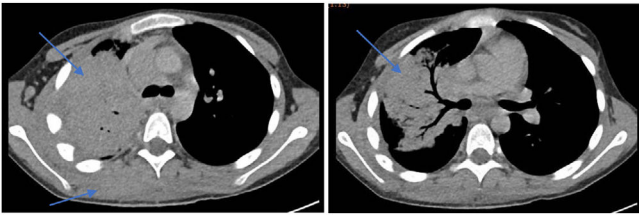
TC torácica. Condensación alveolar pulmonar en segmentos apical y posterior del lóbulo superior derecho, con broncograma central y hepatización periférica. Moderado aumento de tamaño de ganglios en localización paratraqueal derecha, en hilio pulmonar derecho y área subcarinal. Aumento difuso de componente de partes blandas, sin límites precisos, afectando a la pared apical y posterior de hemitórax derecho, interdigitándose a través de espacios intercostales y afectando musculatura paraespinal derecha.
